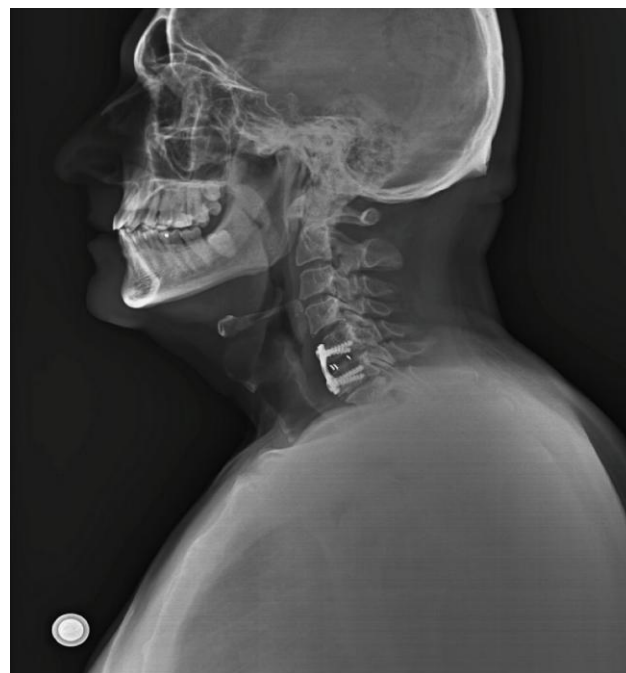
Radiografía en la emisión del dictamen. (proporcionada por el trabajador)
